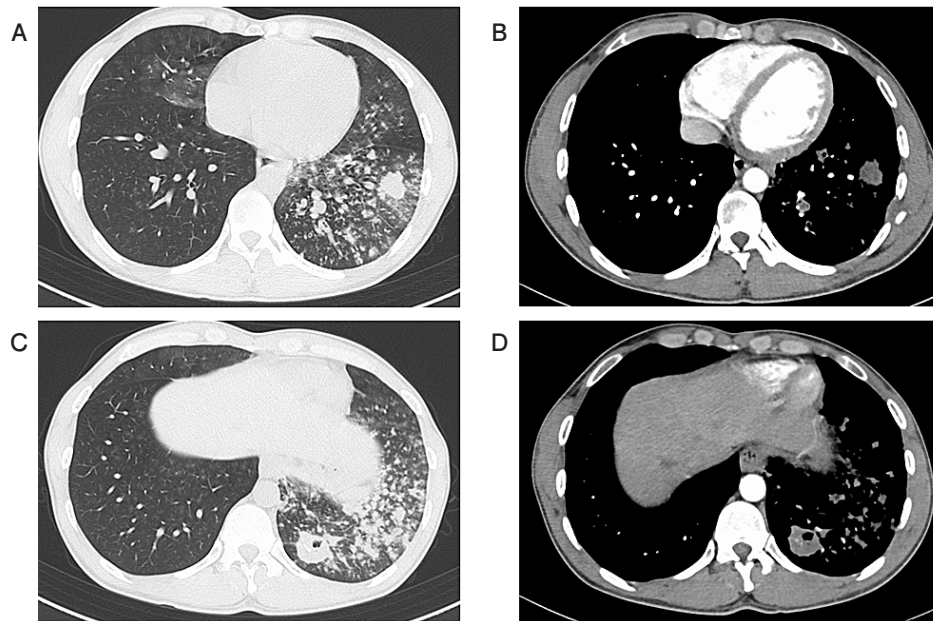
Chest computed tomography (CT) shows small rounded opacities and a cavity in the left lower lobe.
